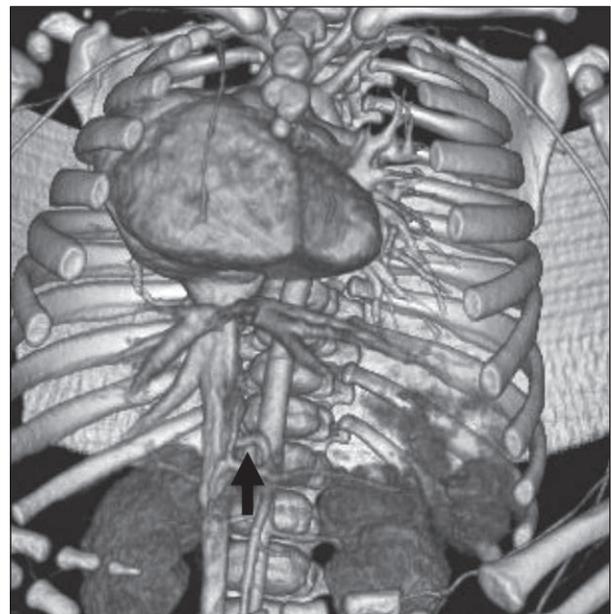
Angio-TC. Reconstrucción en 3 dimensiones: dextroposición cardiaca y rama arterial aberrante (flecha).
